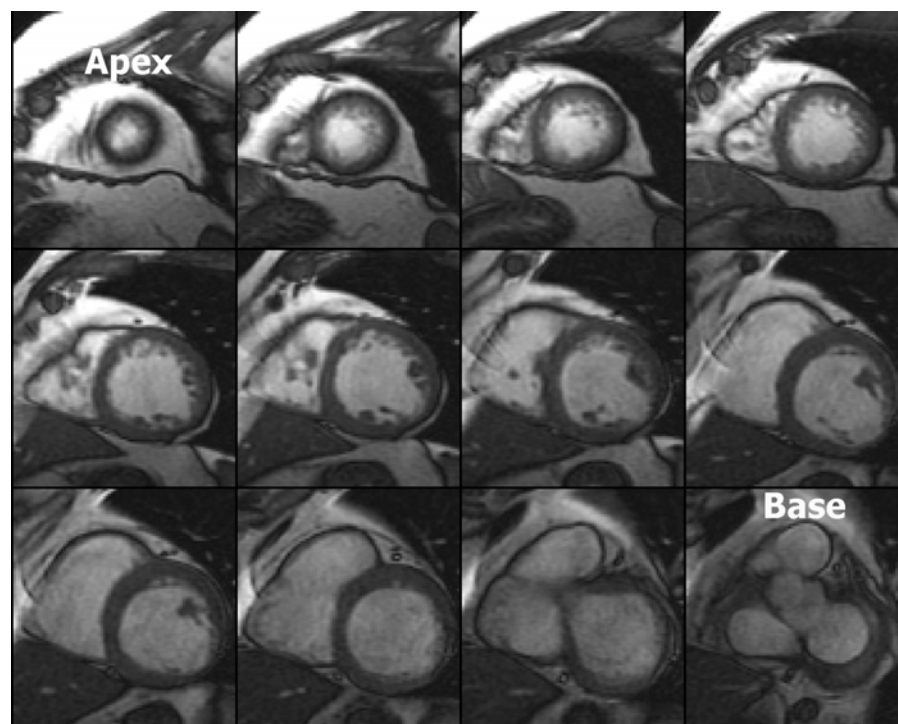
Exemplo de 12 cortes de eixo curto do VE desde o ápex (à esquerda, superior) até a base (à direita, inferior) demonstrando a cobertura completa do VE, outro fator que contribui para a precisão das medidas de volume e massa ventricular geradas pela ressonância magnética.
